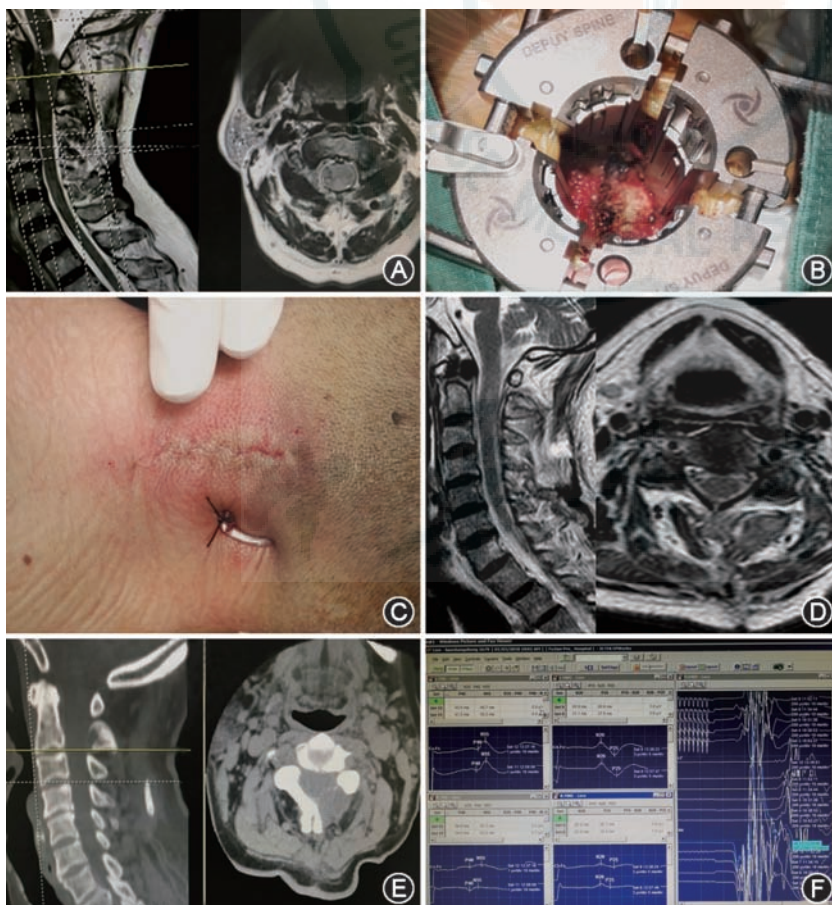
髓外硬膜下肿瘤典型病例资料 A: 术前 MRI 矢状面及横断面检查示 C₁₋₂ 椎管内肿瘤压迫脊髓神经;B: 可扩张 pipeline 通道;C: 术后切口;D: 术后 MRI 矢状面及横断面检查示肿瘤完全切除;E: 术后 CT 矢状面及横断面检查示靶向椎板开窗;F: 术中神经电生理监测结果
